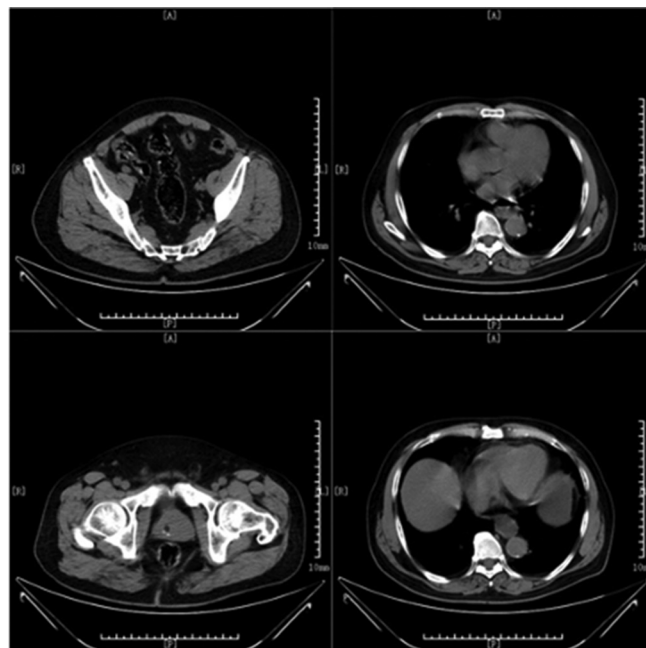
Tomografia computadorizada demonstrando alterações com sombreado de baixa densidade, exsudação e edema em tecido muscular (grande dorsal e músculo subescapular, músculo psoas maior, iliopsoas, grande glúteo e músculos abdominais) acompanhados de bordas musculares indefinidas.
